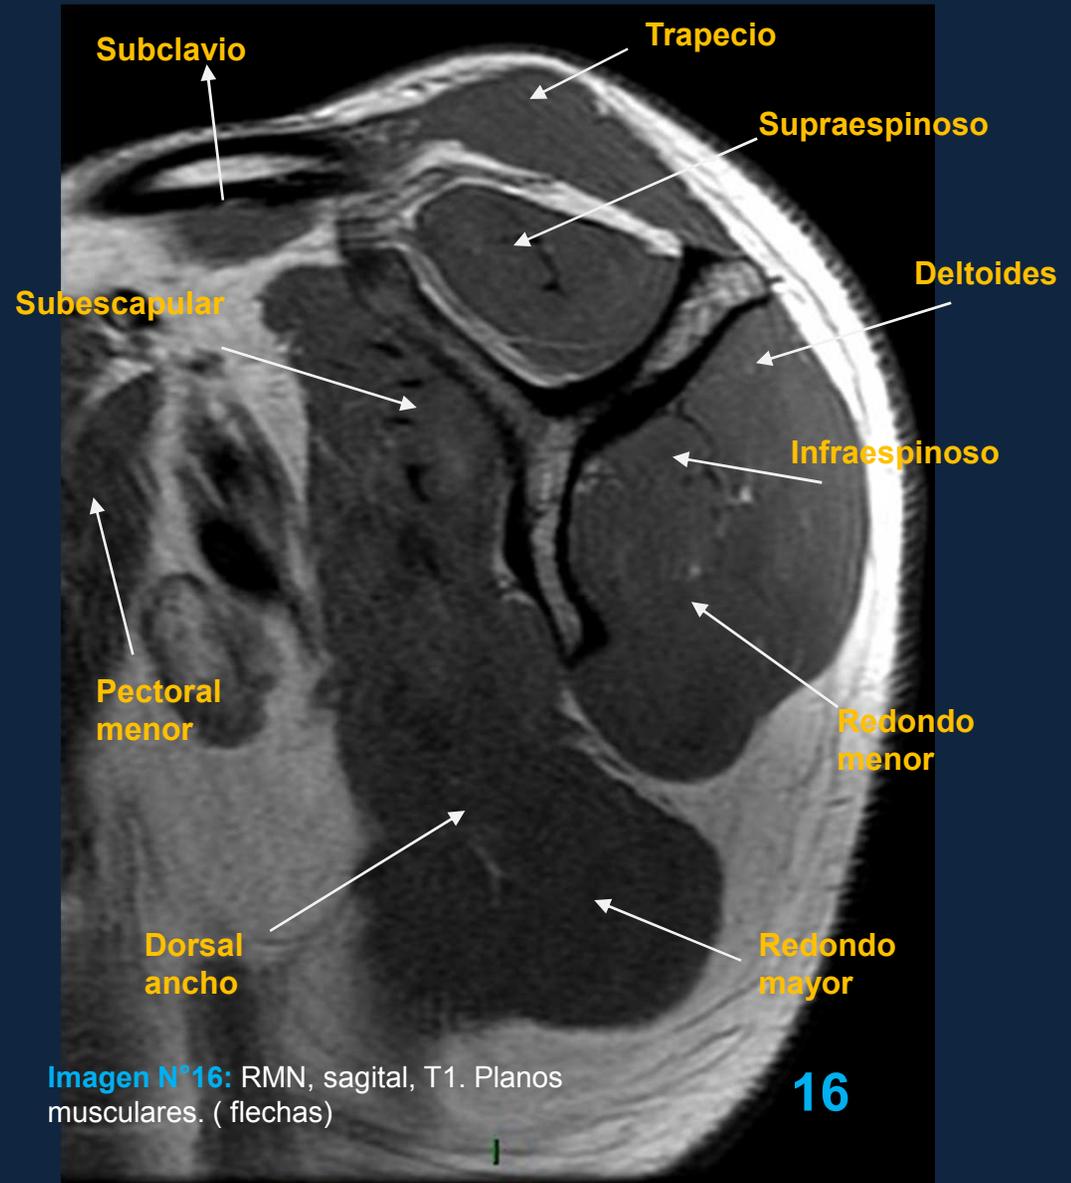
RMN, sagital, T1. Planos musculares. (flechas)
